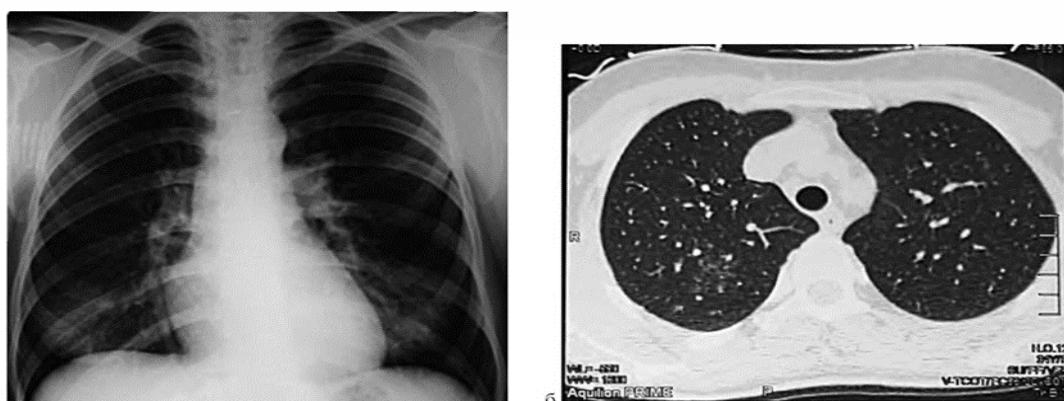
Рентгенологическая картина туберкулезного сепсиса: а - обзорная рентгенограмма больного X. - легочные поля без очаговых и инфильтративных изменений (ВИЧ-инфекция, количество CD4+ -Т-лимфоцитов - 40 клеток/мкл, микобактерии туберкулеза в мокроте). б - компьютерная томография легких больного X. (ВИЧ-инфекция, количество CD4+ -Т-лимфоцитов - 40 клеток/мкл). Субтотальная мельчайшая монотомная диссеминация
